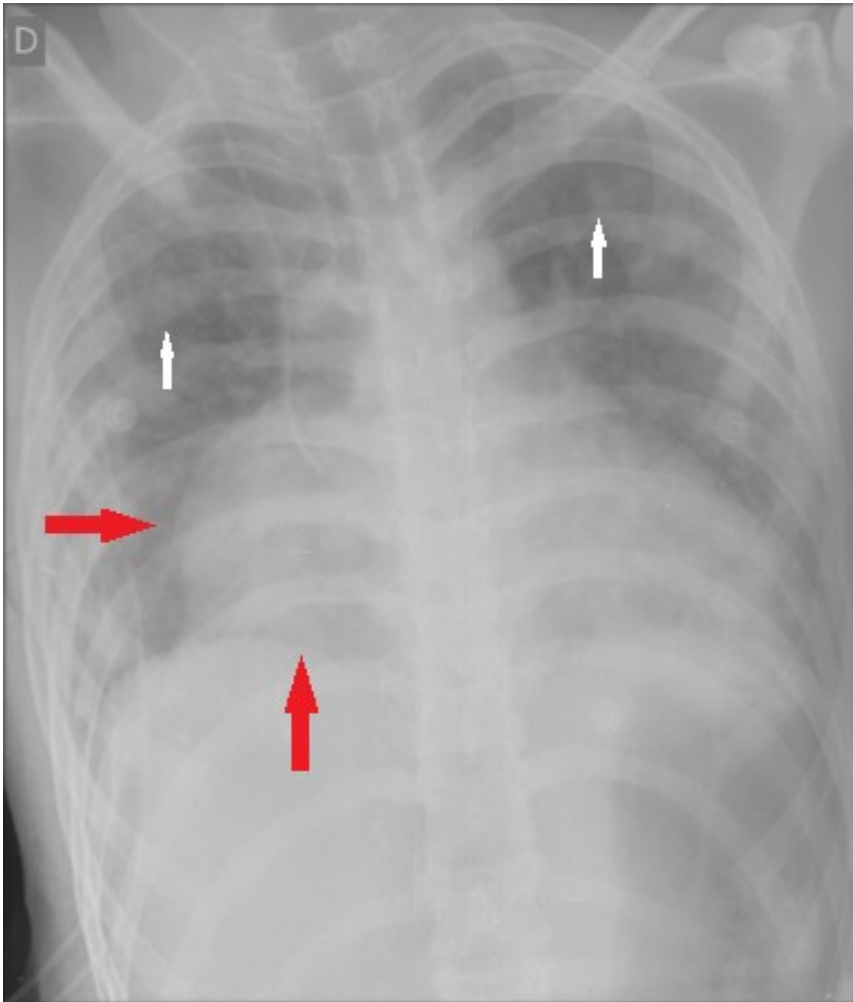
Radiografia AP do tórax demonstrando alargamento da área cardíaca (setas vermelhas) às custas do aumento volumétrico do lado direito, associado a opacidades nodulares difusas pelos campos pleuropulmonares bilateralmente (setas brancas).
